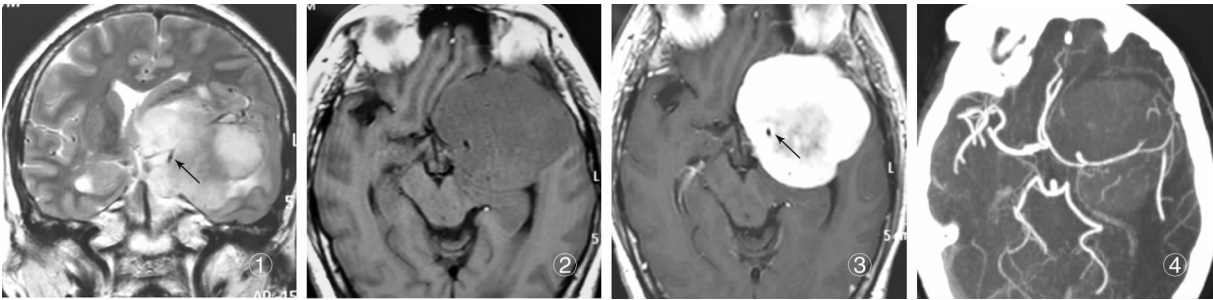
术前 MRI 冠位 T2 示肿瘤严密包裹左侧颈内动脉及其分支(箭头) 图 2 术前 MRI 轴位 T1 平扫示肿瘤呈等信号,边界清楚且体积巨大 图 3 术前 MRI 轴位 T1 增强示肿瘤显著均匀强化、严密包裹颈内动脉(箭头) 图 4 术前 CTA 示肿瘤包裹颈内动脉及其分支,被包裹血管形态纤细;左侧颈内动脉、大脑中动脉、大脑前动脉显著移位
